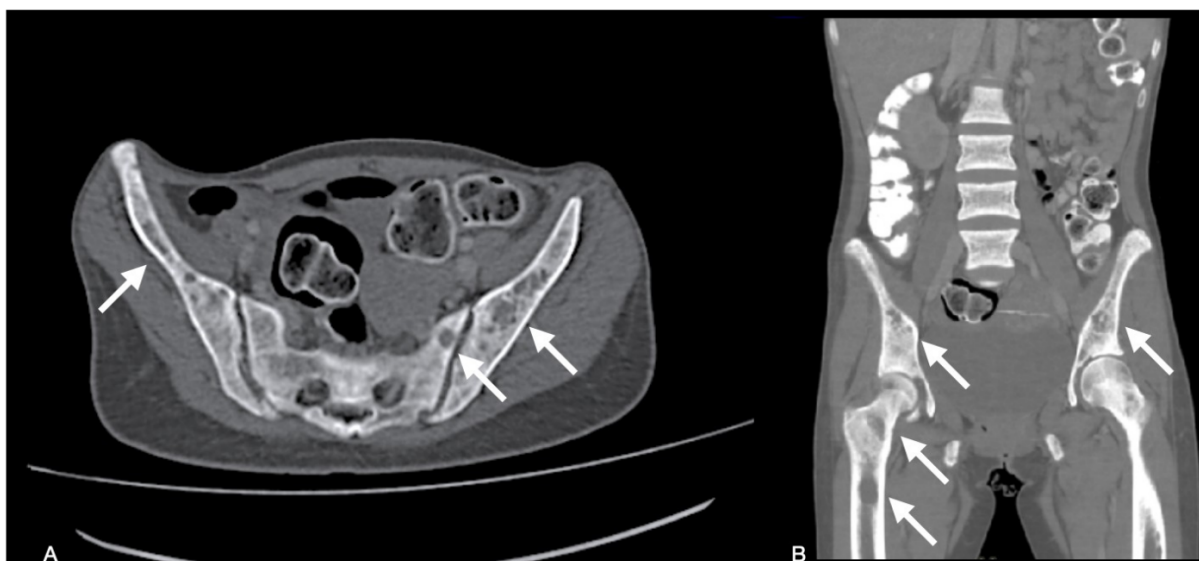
TAC de abdomen simple
